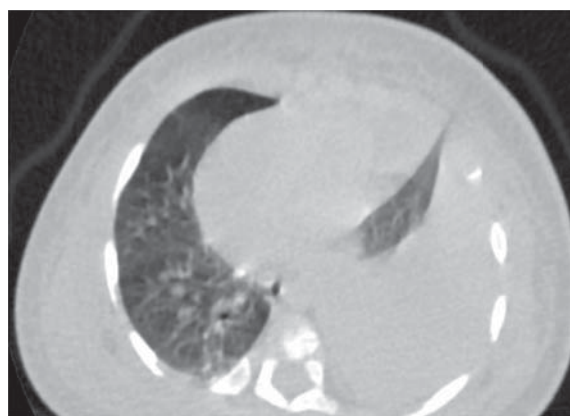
МРТ пациента А.М.: геморрагический выпот в левую плевральную полость, ателектаз левого легкого.
